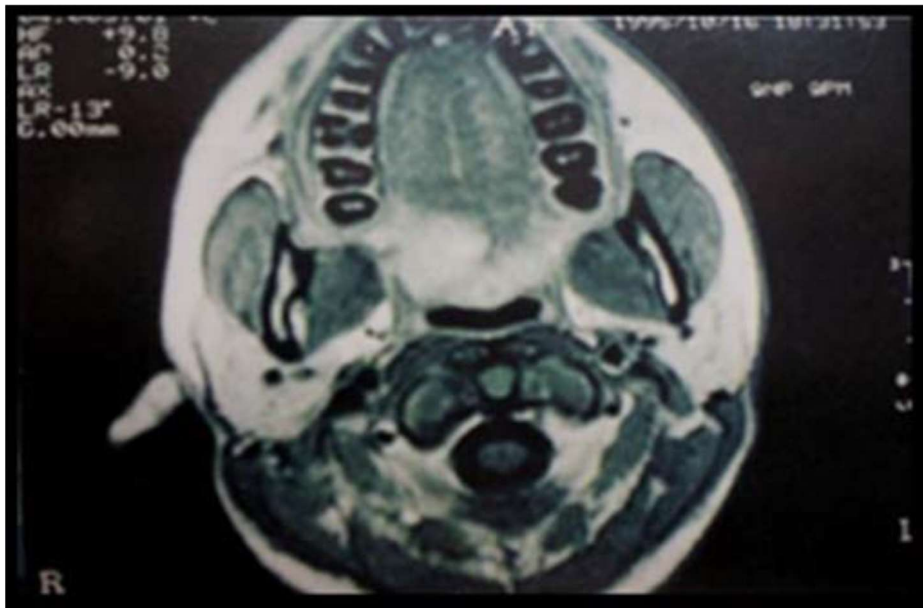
IRM d'un carcinome adénoïde kystique du palais mou[24]
